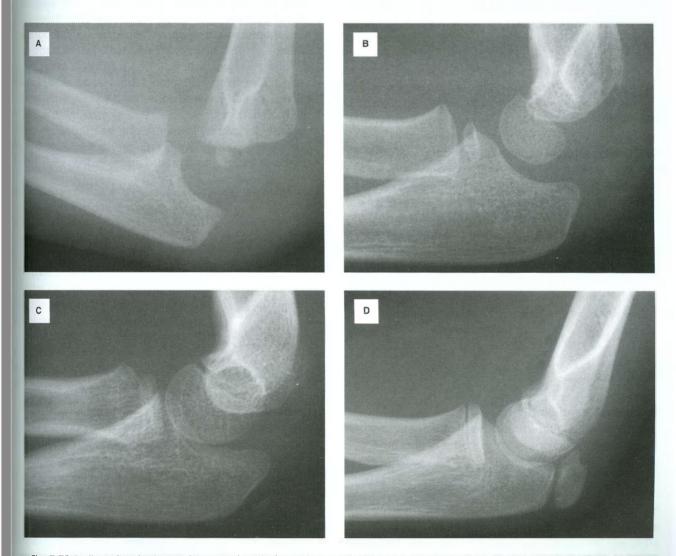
Radiografias do desenvolvimento da articulação do cotovelo. A. Com 2 anos de idade. B. Com 5 anos de idade. C. Com 5-6 anos de idade. D. Com 12 anos de idade.
